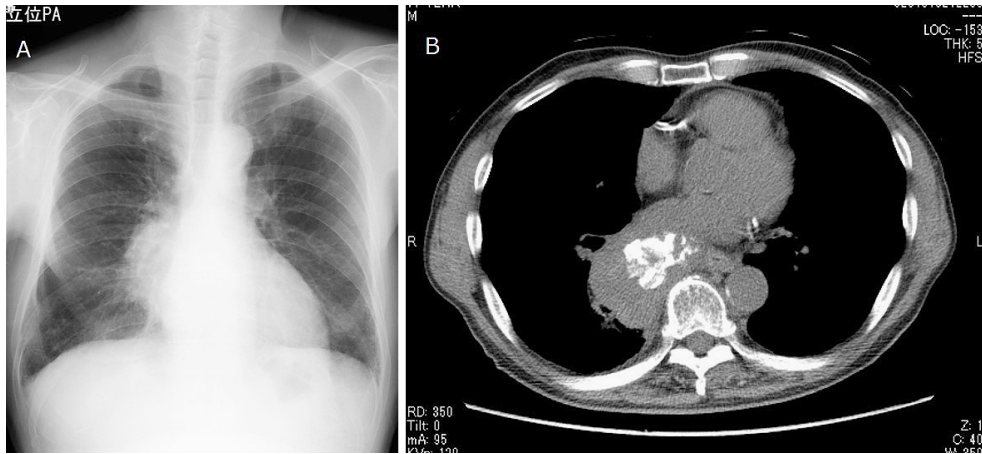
A chest X-ray showed a large mass in the right hilum (A). CT revealed a tumor with coarse calcification in the right lower lobe at the first visit (B).
